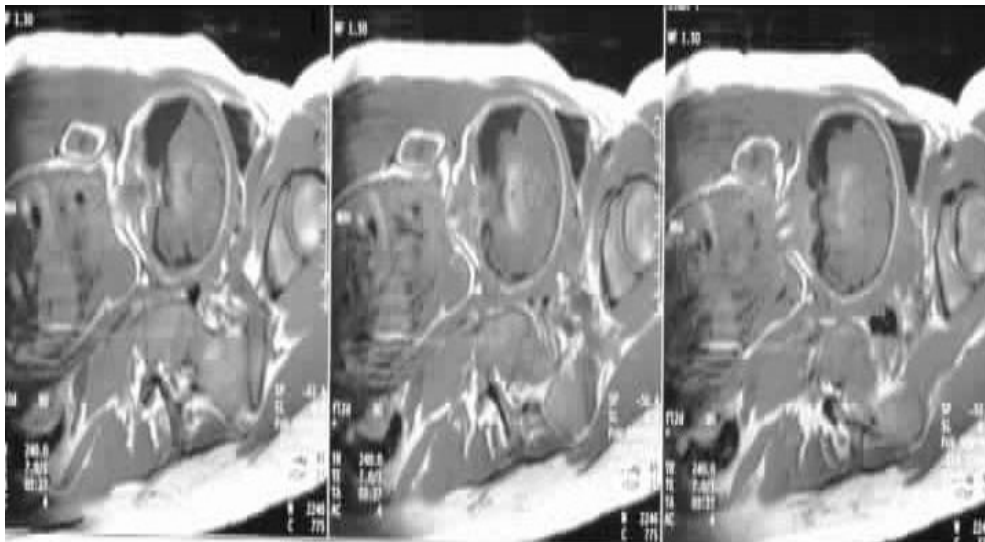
Coupe IRM coronale prénatale en T1 montrant une lésion homogène temporale gauche en rapport avec un kyste arachnoïdien.
